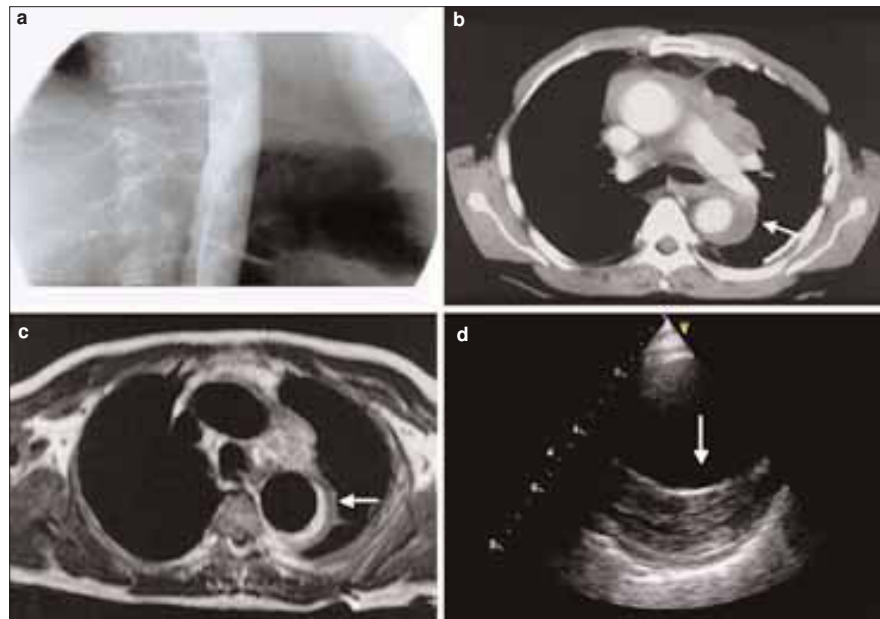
Hematoma intramural en la aorta descendente (flechas). a) La angiografía no evidencia alteraciones; b) Tomografía computarizada que evidencia el hematoma en la aorta descendente; c) Resonancia magnética que muestra la señal hiperintensa del hematoma intramural; d) Ecocardiografía transesofágica que presenta el hematoma en la aorta descendente.
